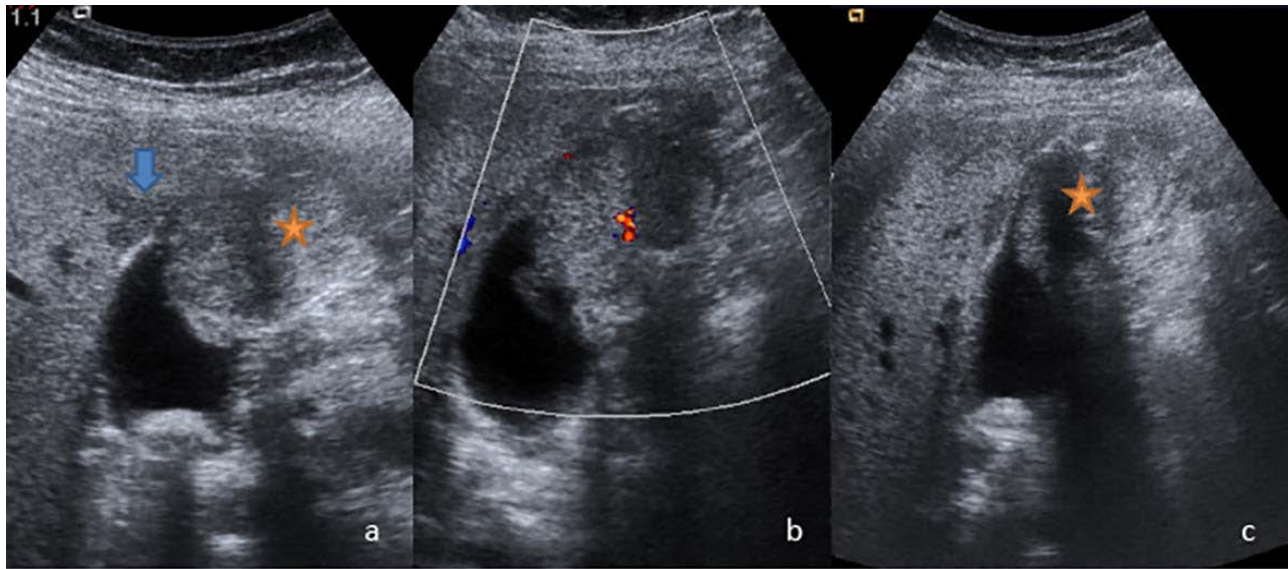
Cáncer de vesícula biliar, lesión sólida infiltrante dependiente del fondo de la vesícula con extensión al parénquima hepático, en b) con modo Doppler color presenta vascularidad; a-c) se asocia a litiasis vesicular y calcificación de la pared.
